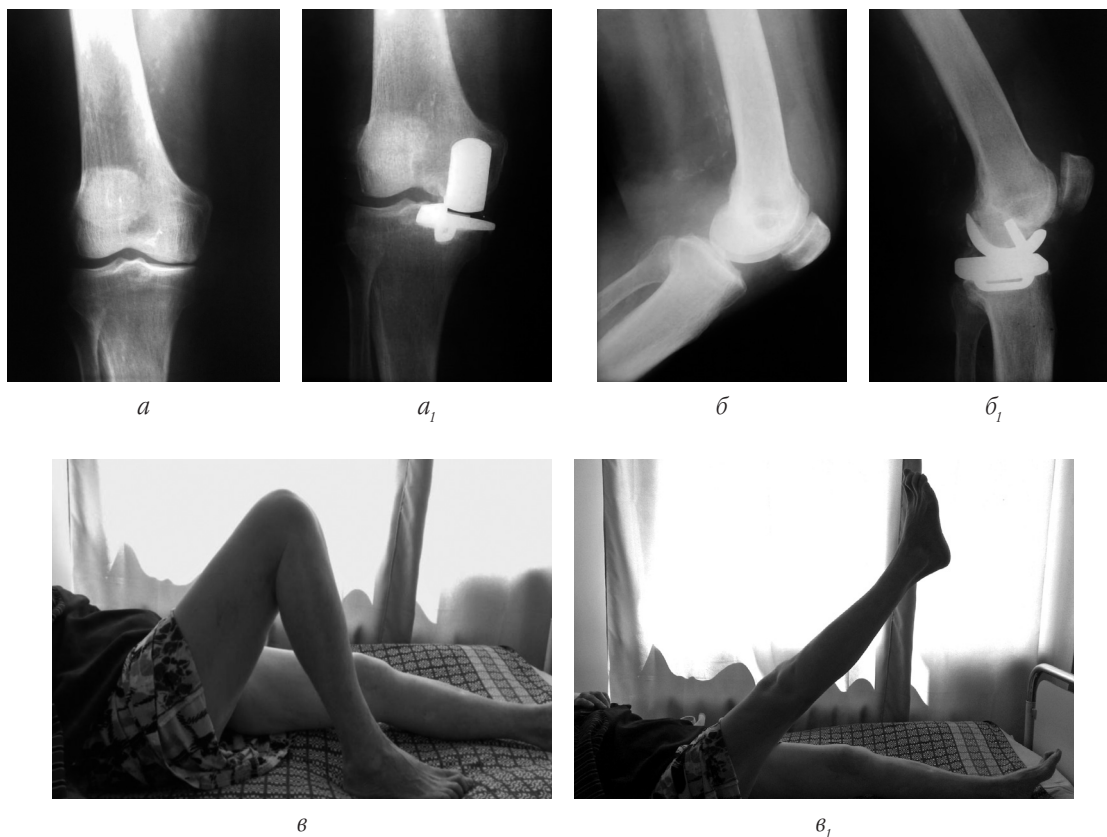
Рентгенограми і фото функції коліна хв-ї П-к Е. Я., 73 р., Д-з: медіальний остеоартроз правого колінного суглоба: а-а<sub>1</sub> – до операції; б-б<sub>1</sub> – після операції одновиросткового ендпротезування; в-в<sub>1</sub> – функція згинання і розгинання гомілки
